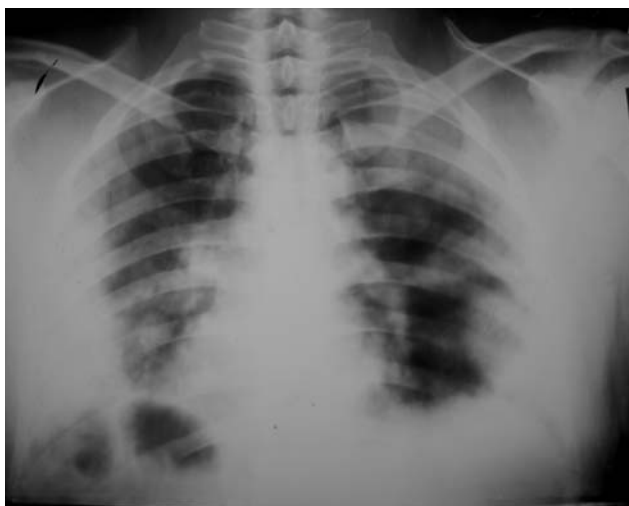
Рентгенографічна картина двосторонньої полісегментарної пневмонії у хворого на пандемічний грип при госпіталізації в інфекційний стаціонар.
